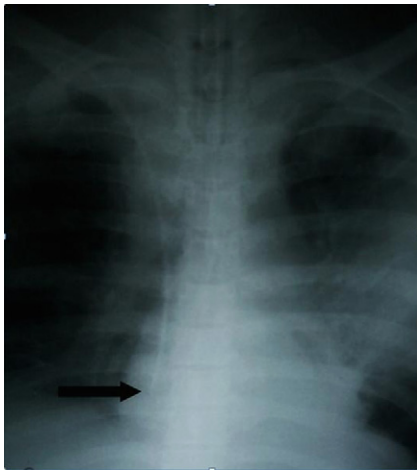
Radiografía del mismo paciente luego de reacomodar el catéter hasta ubicar la punta en AD. (Ver flechas).
